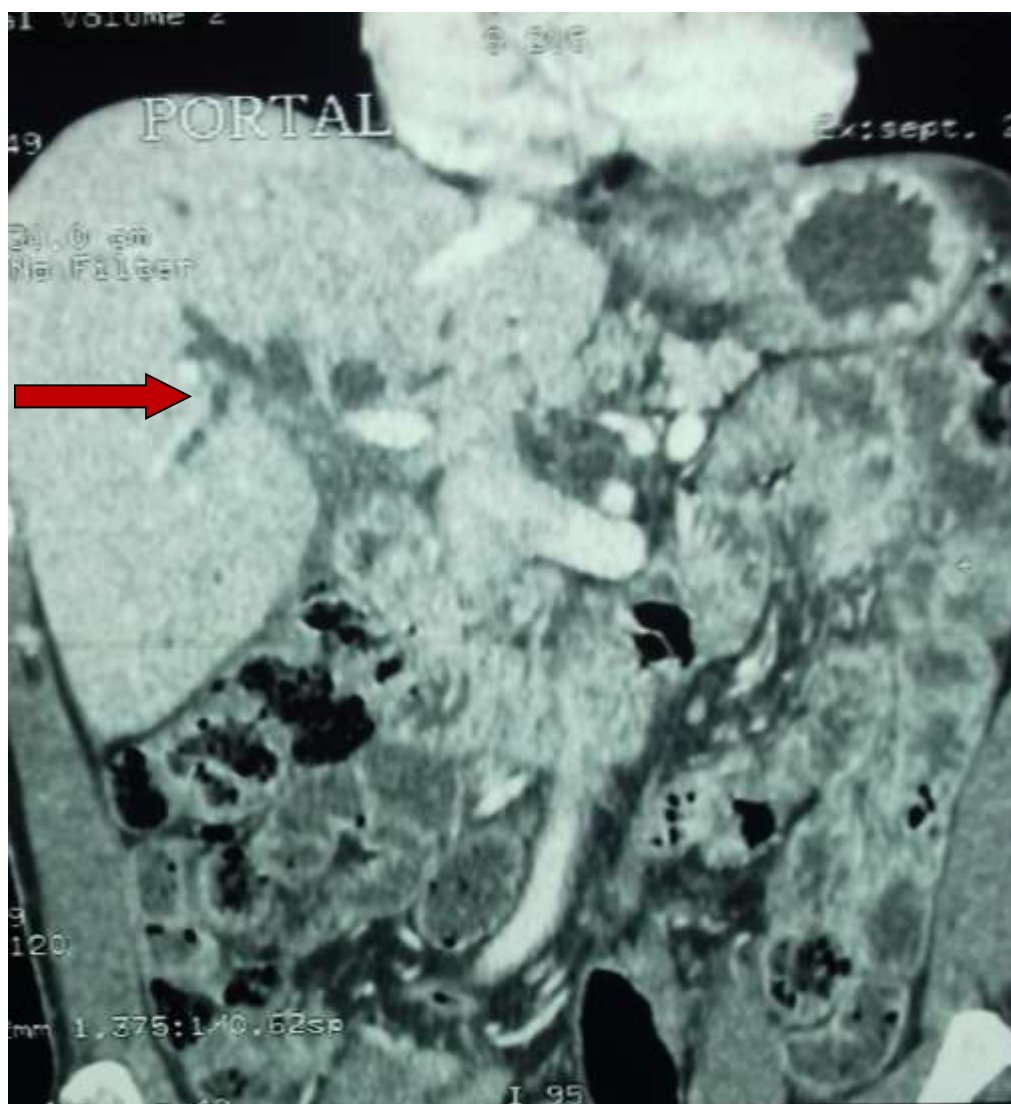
TDM abdominale (temps portal) montrant la dilatation des voies biliaires intra hépatiques
